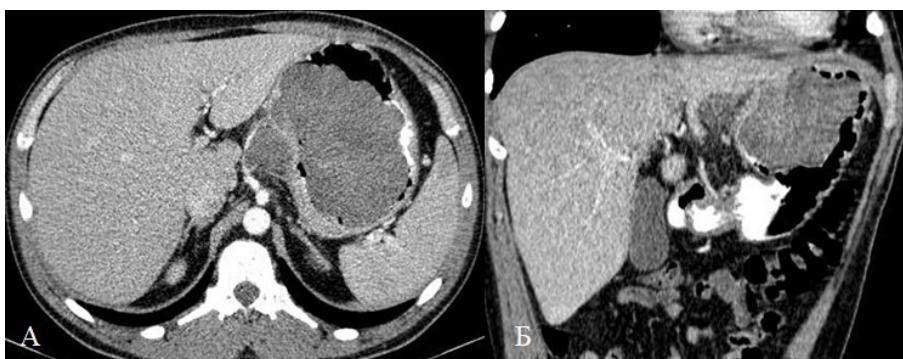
СКТ органов брюшной полости пациента. А — аксиальная проекция; Б — коронарная проекция. Желудок увеличен в объеме, субтотально выполнен опухолью. Опухолевая инфильтрация распространяется на пищевод, печеночную артерию, которая тесно прилежит к конгломерату увеличенных лимфатических узлов
